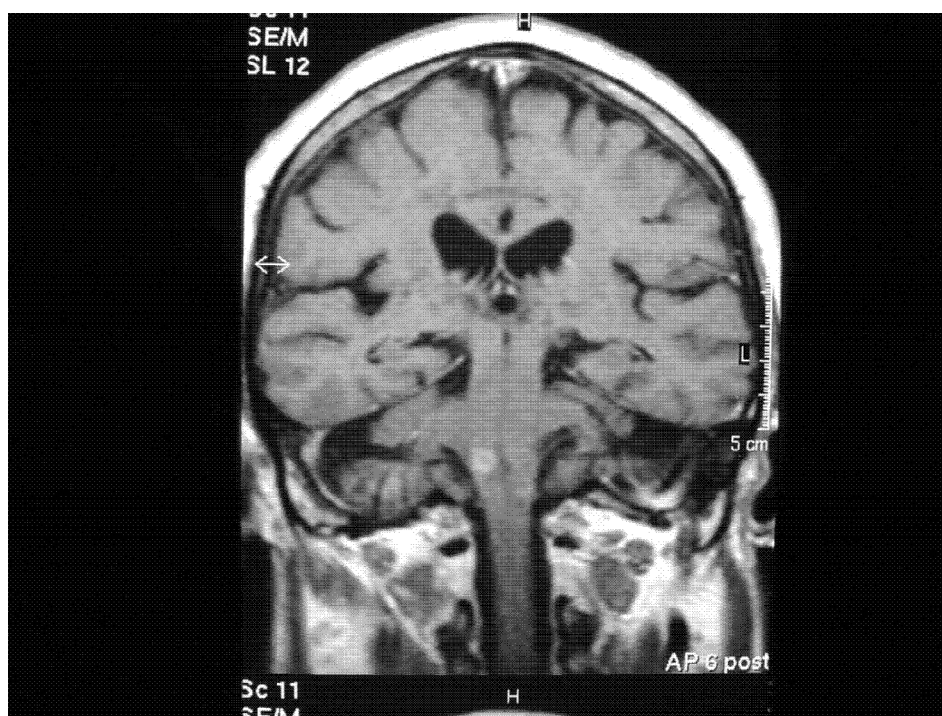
Ressonância magnética em paciente com diagnóstico de maldição de Ondina.
